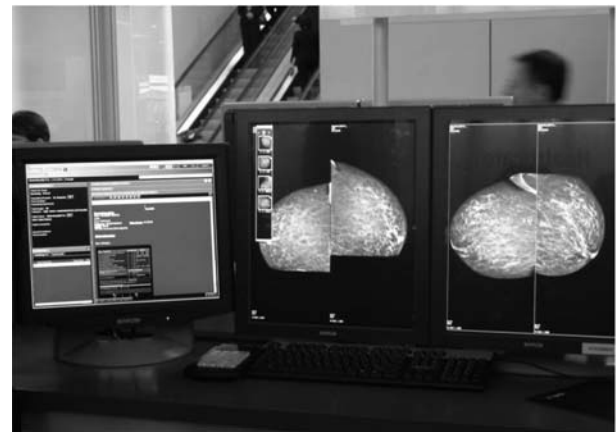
Дво- та тримоніторні робочі станції рентгенологів
